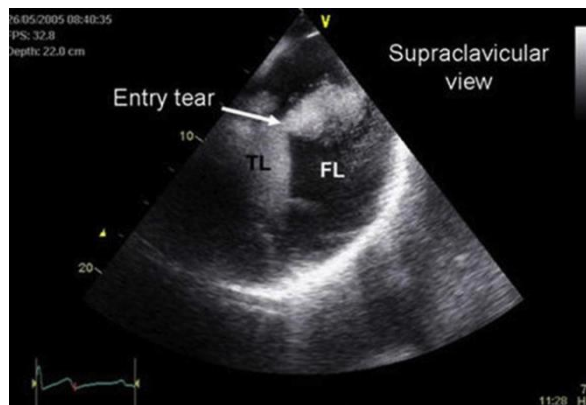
胸骨上窝平面降胸主动脉段的近端，通过显示造影剂从真腔（TL）进入假腔（FL），应用造影超声心动图来显示破口（箭头所示）。
